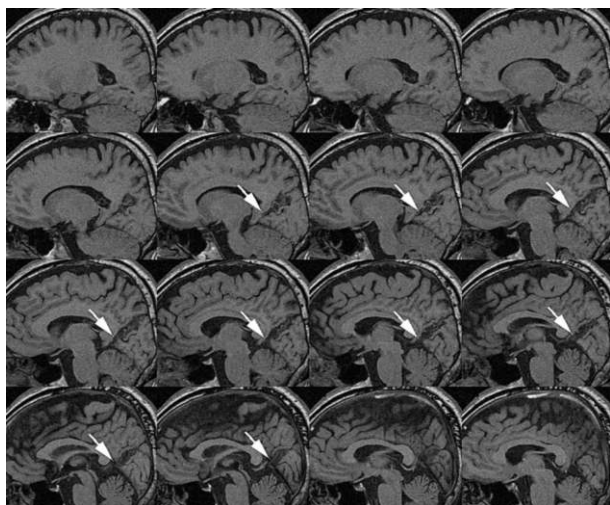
非典型大脳性色覚異常症例の頭部 MRI T1 強調画像(左脳矢状断)。
